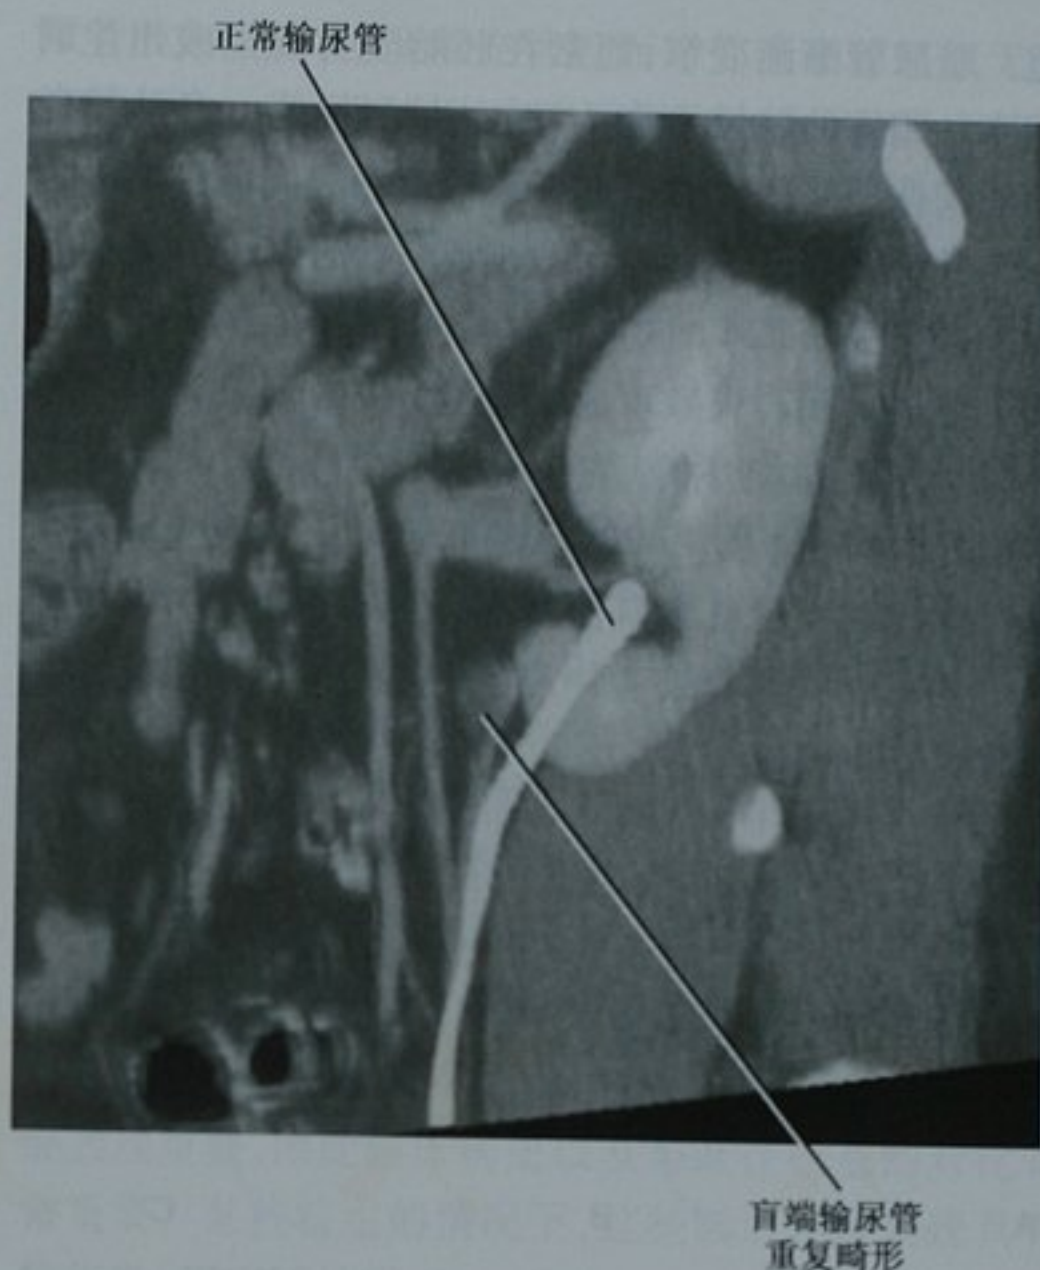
无尿路症状的 CT 检查,排泄期斜矢状位重建图像显示一侧为盲端的输尿管重复畸形
